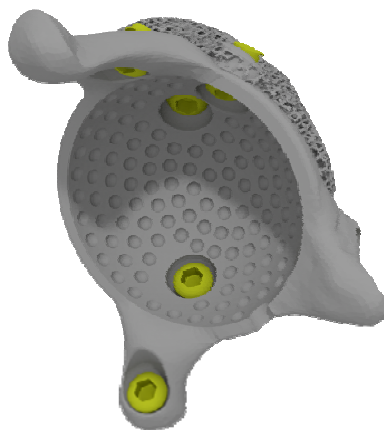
Разработанный индивидуальный имплантат на основе КТ. Изнутри – ложе под вертлужный компонент цементной фиксации, снаружи – слой пористого титана с учётом индивидуальной анатомии пациента, а также костные упоры – якоря для повышения первичной стабильности имплантата, учитывая вероятность протрузии
